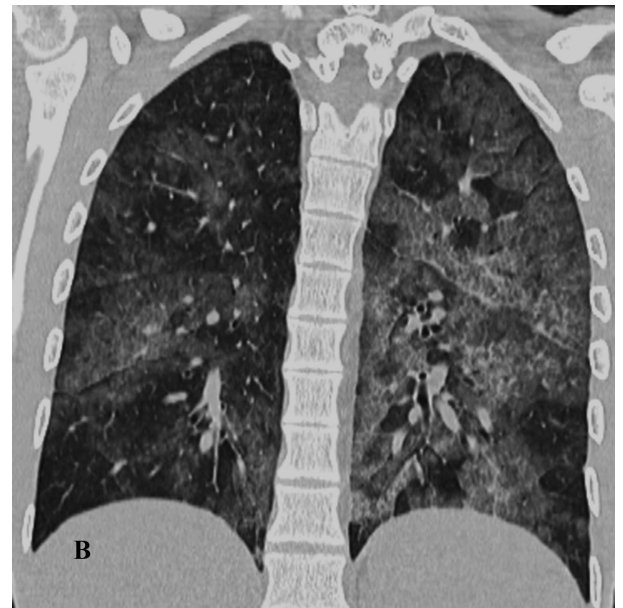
Tomografia computerizată a toracelui: A – secțiune transversală, B – reconstrucție coronală.
